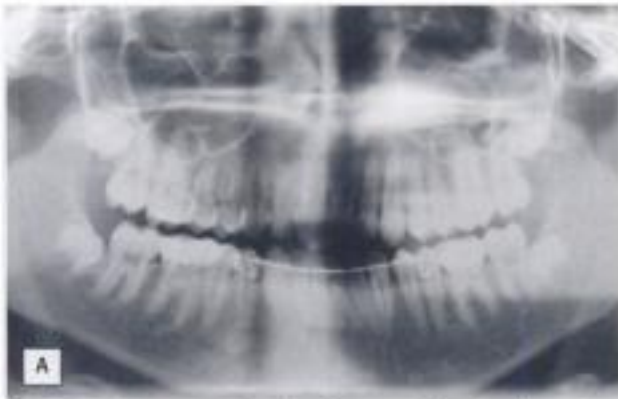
A) Radiografía panorámica donde se observan los cuatro gérmenes de los cordales. B) Gérmenes inferiores y sacos pericoronarios.
